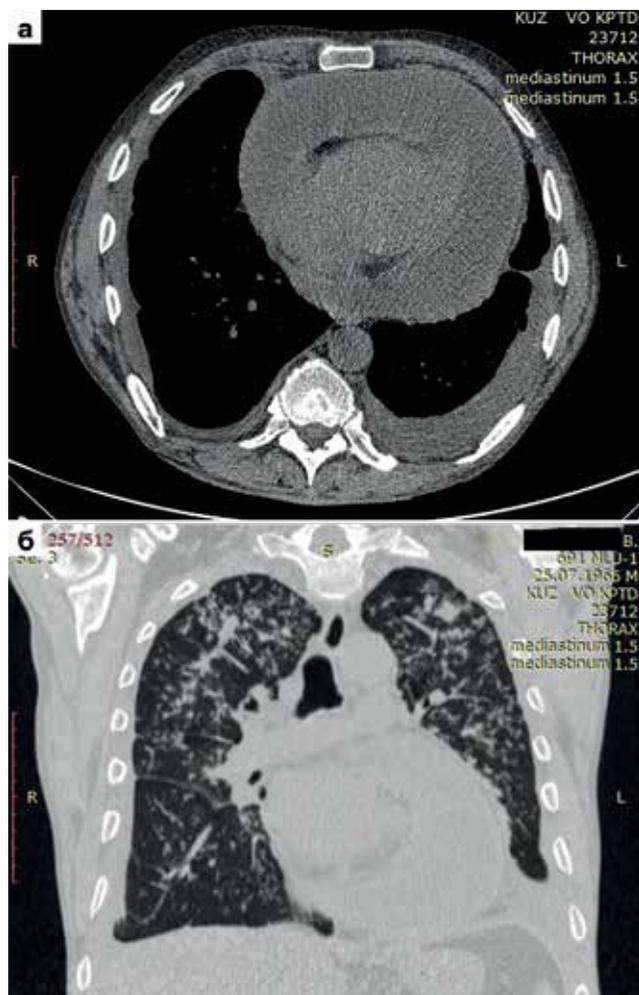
КТ ОГК от 21.02.2018 г. (а), реконструкция, фронтальный срез (б). Диффузные изменения в легких, жидкость в плевральных полостях
